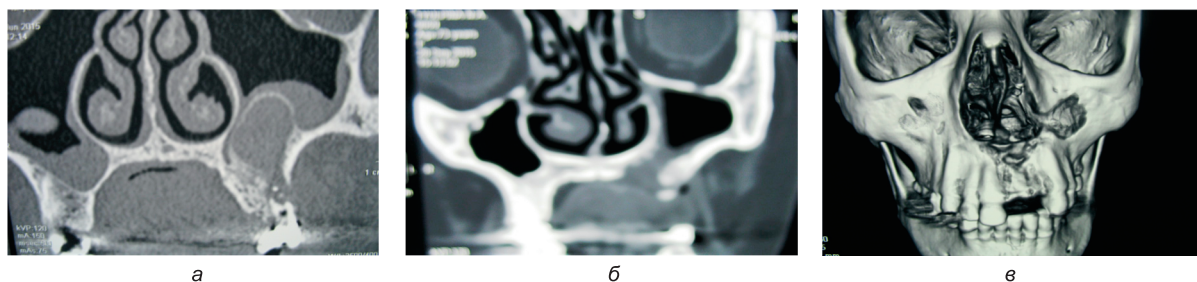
Реформат МСКТ костей лица в коронарной проекции, D-3 реформат пациентки К., 45 лет. *а* — до, *б* — через 24 месяца после проведения ороназальной цистэктомии, *в* — D-3 реформат через 24 мес.
